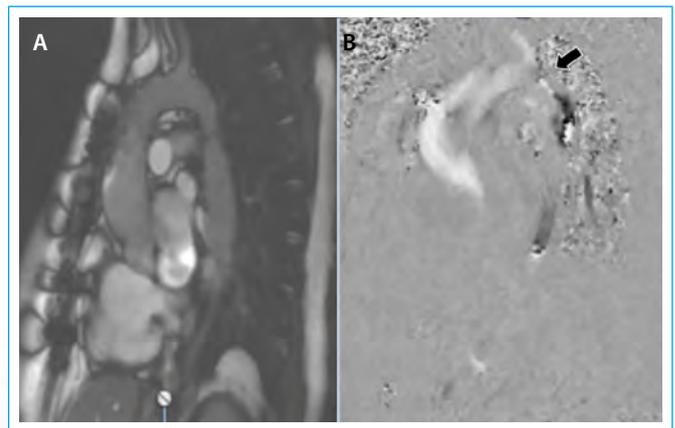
Secuencias de magnitud (A) y contraste de fase (B) obtenidas con resonancia magnética. Secuencia *in plane* para valorar cualitativamente el *jet* transcoartación (*flecha negra*) y así programar la secuencia *through plane* perpendicular al vaso con la que obtener datos cuantitativos
